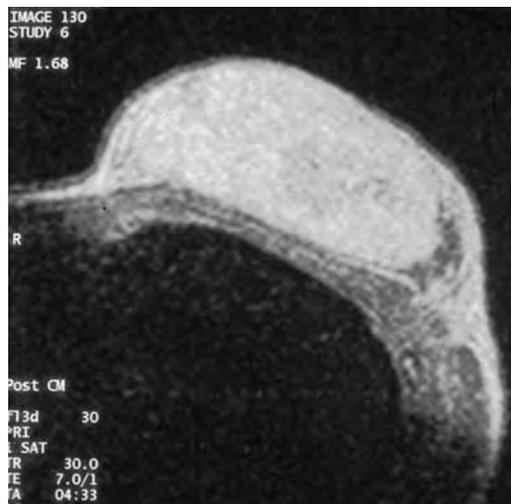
RM. Imagen nodular isointensa en relación con tejido glandular, con extensión a fascia de músculo pectoral.
